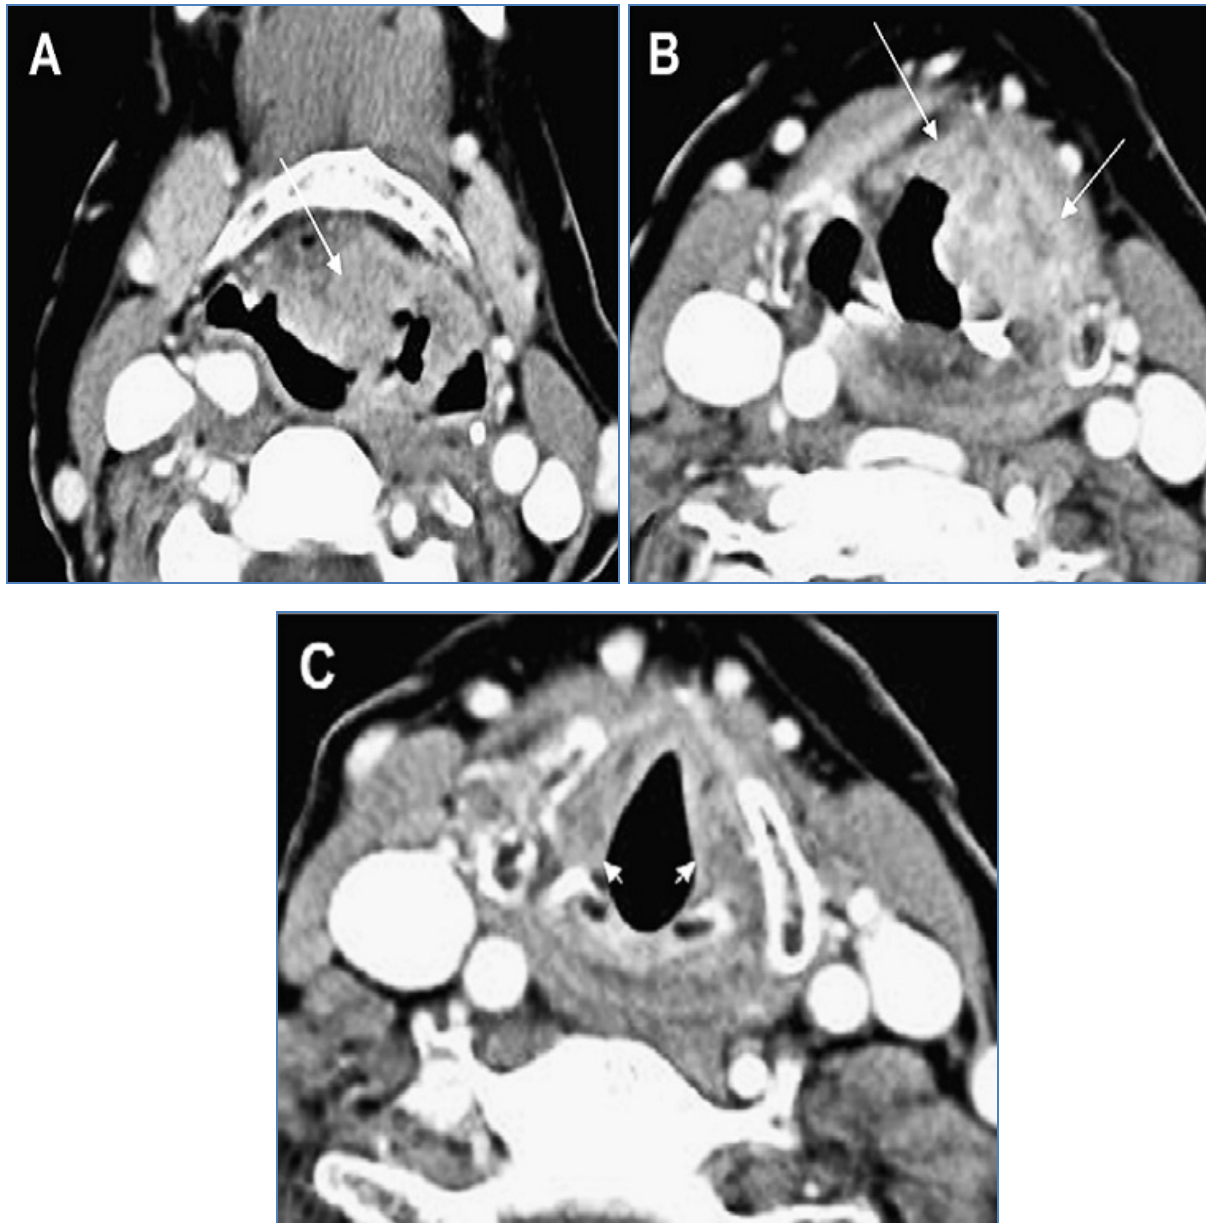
A et B. TDM d'une tumeur supraglottique avec envahissement de l'espace para-glottique et pré-épiglottique
